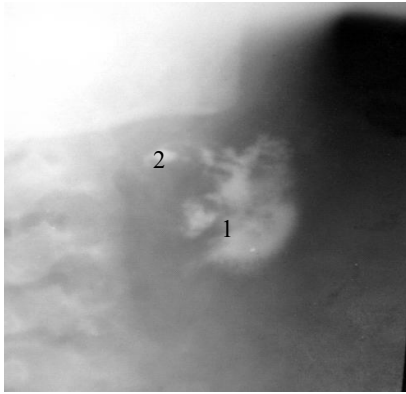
В ділянці середнього відділу бічної поверхні шиї на місці розташування БКШ визначається депо рентгенконтрастної речовини різної інтенсивності з нечіткими контурами (1) і залишки її в просвіті нориці (2)
